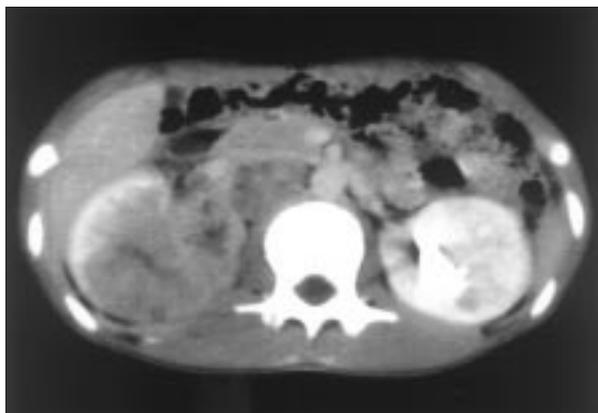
TC del caso 1 con contraste intravenoso que muestra masa renal derecha que infiltra el parénquima, y respeta una mínima área de la corteza. Trombosis de la vena cava inferior. Adenopatías prevértebrales.
